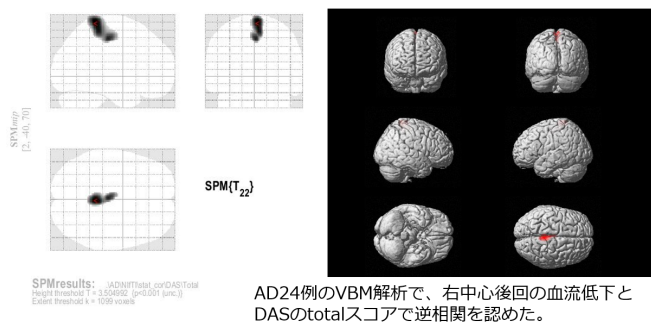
脳血流 SPECT データと無気力の評価尺度との
